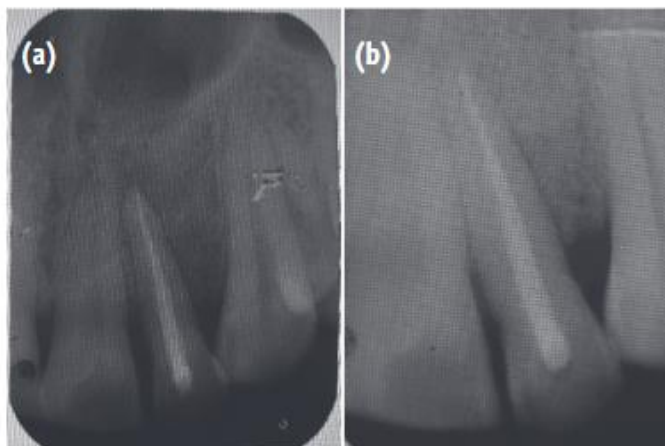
Radiografías de seguimiento (a) a los 6 meses, vista posoperatoria que muestra relleno óseo; (b) a los 12 meses.
